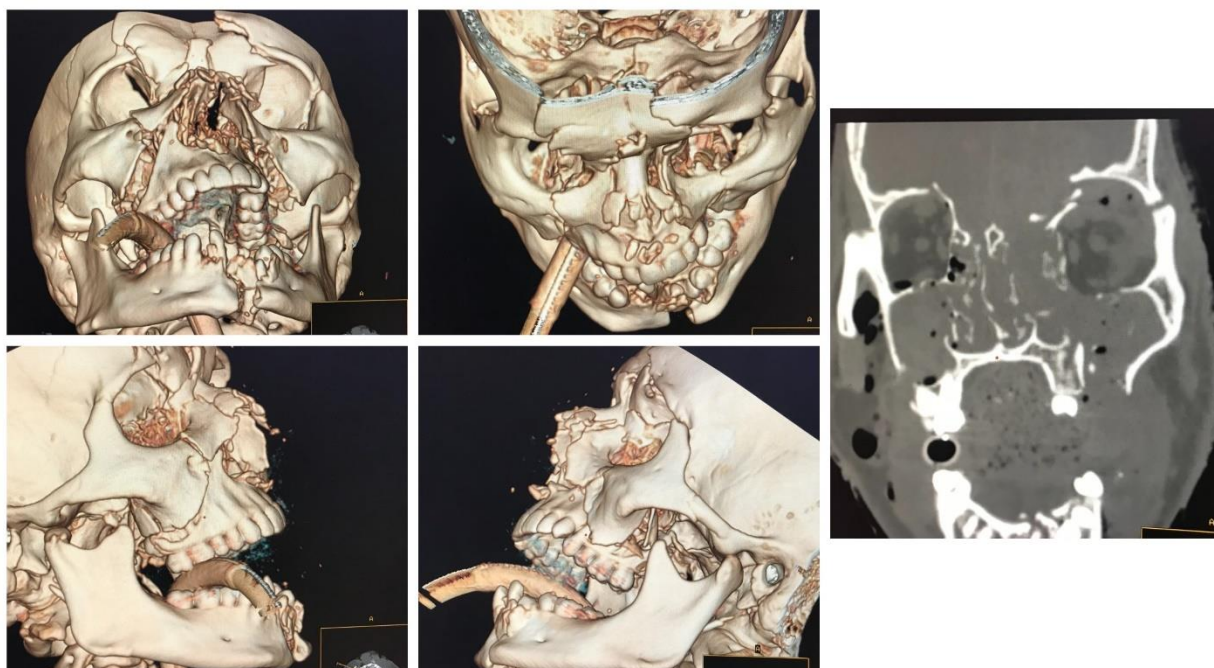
3D- реконструкція та корональний зріз комп'ютерної томографії кісток лицевого та мозкового черепа пацієнта з поєднаною черепно-щелепно – лицевою травмою.
